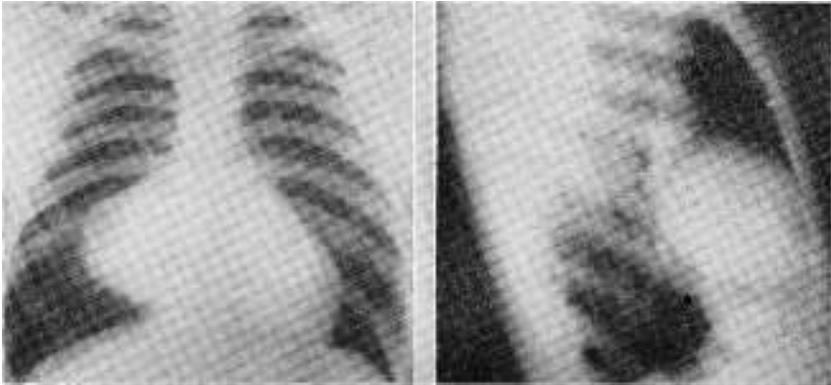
Radiografía de tórax. — Placa frontal. Sombra redondeada paracardíaca derecha. ●pacidad igual a la del corazón, homogénea, del tamaño de una naranja a bor- des nítidos, sin evidencias de calcificación a gran base de implan- tación aparente sobre el arco auricular derecho de la imagen cardíaca. Arco inferior izquierdo del corazón redondeado. Campos pul- monares claros.
